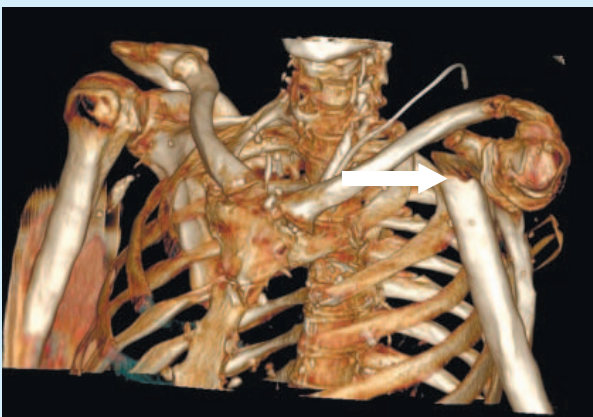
Тот же пациент. Компьютерная томограмма, 3D-реконструкция. Перелом левой плечевой кости (стрелка)
